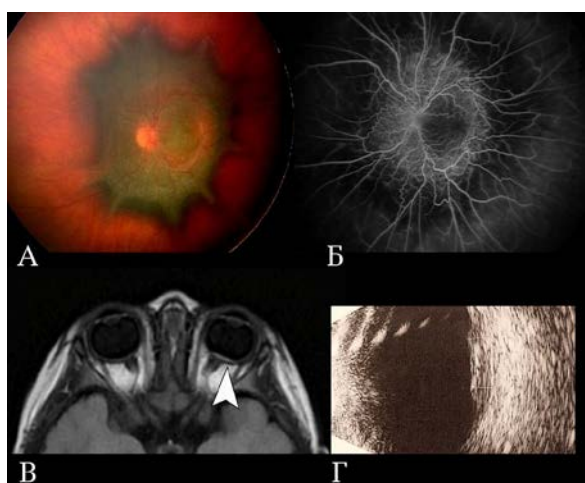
Пациент №1. Фото глазного дна (А), ФАГ (Б), МРТ головного мозга и орбит (В), В-сканирование (Г)
